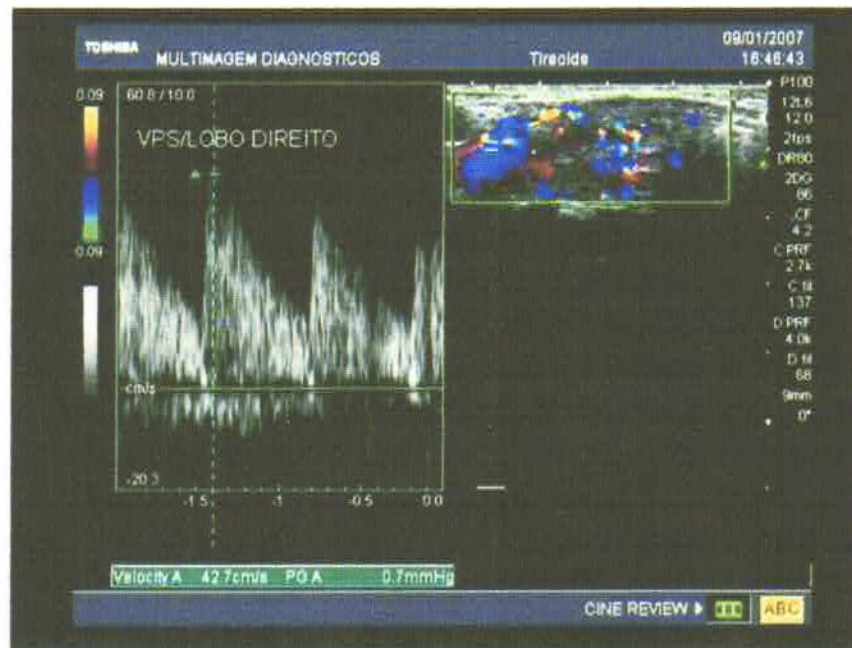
Doppler de Tireóide mostrando gráfico de fluxo em lobo direito.
